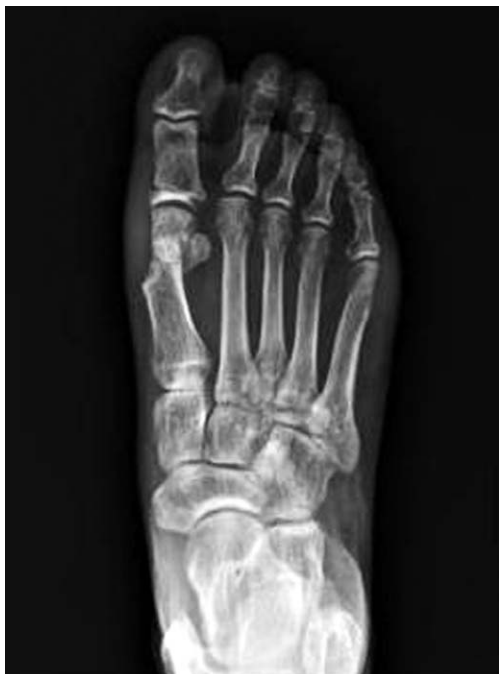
At the postoperative 12 months, anteroposterior radiograph shows a radiolucent line of the osteotomy site.
